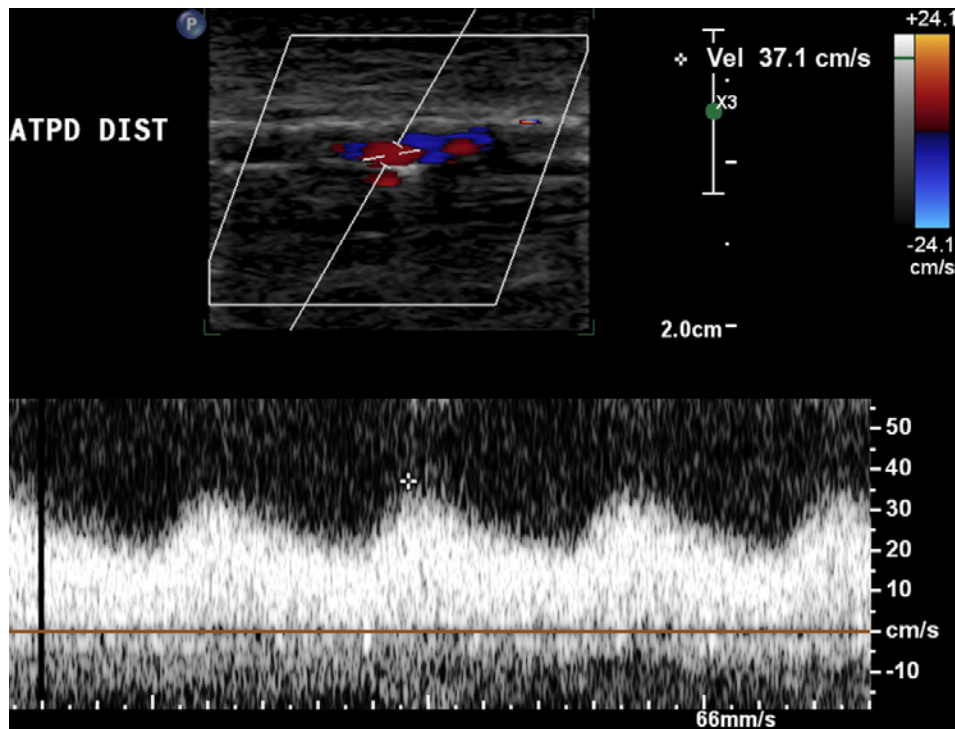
Doppler pulsado da artéria tibial posterior direita (terço distal)
